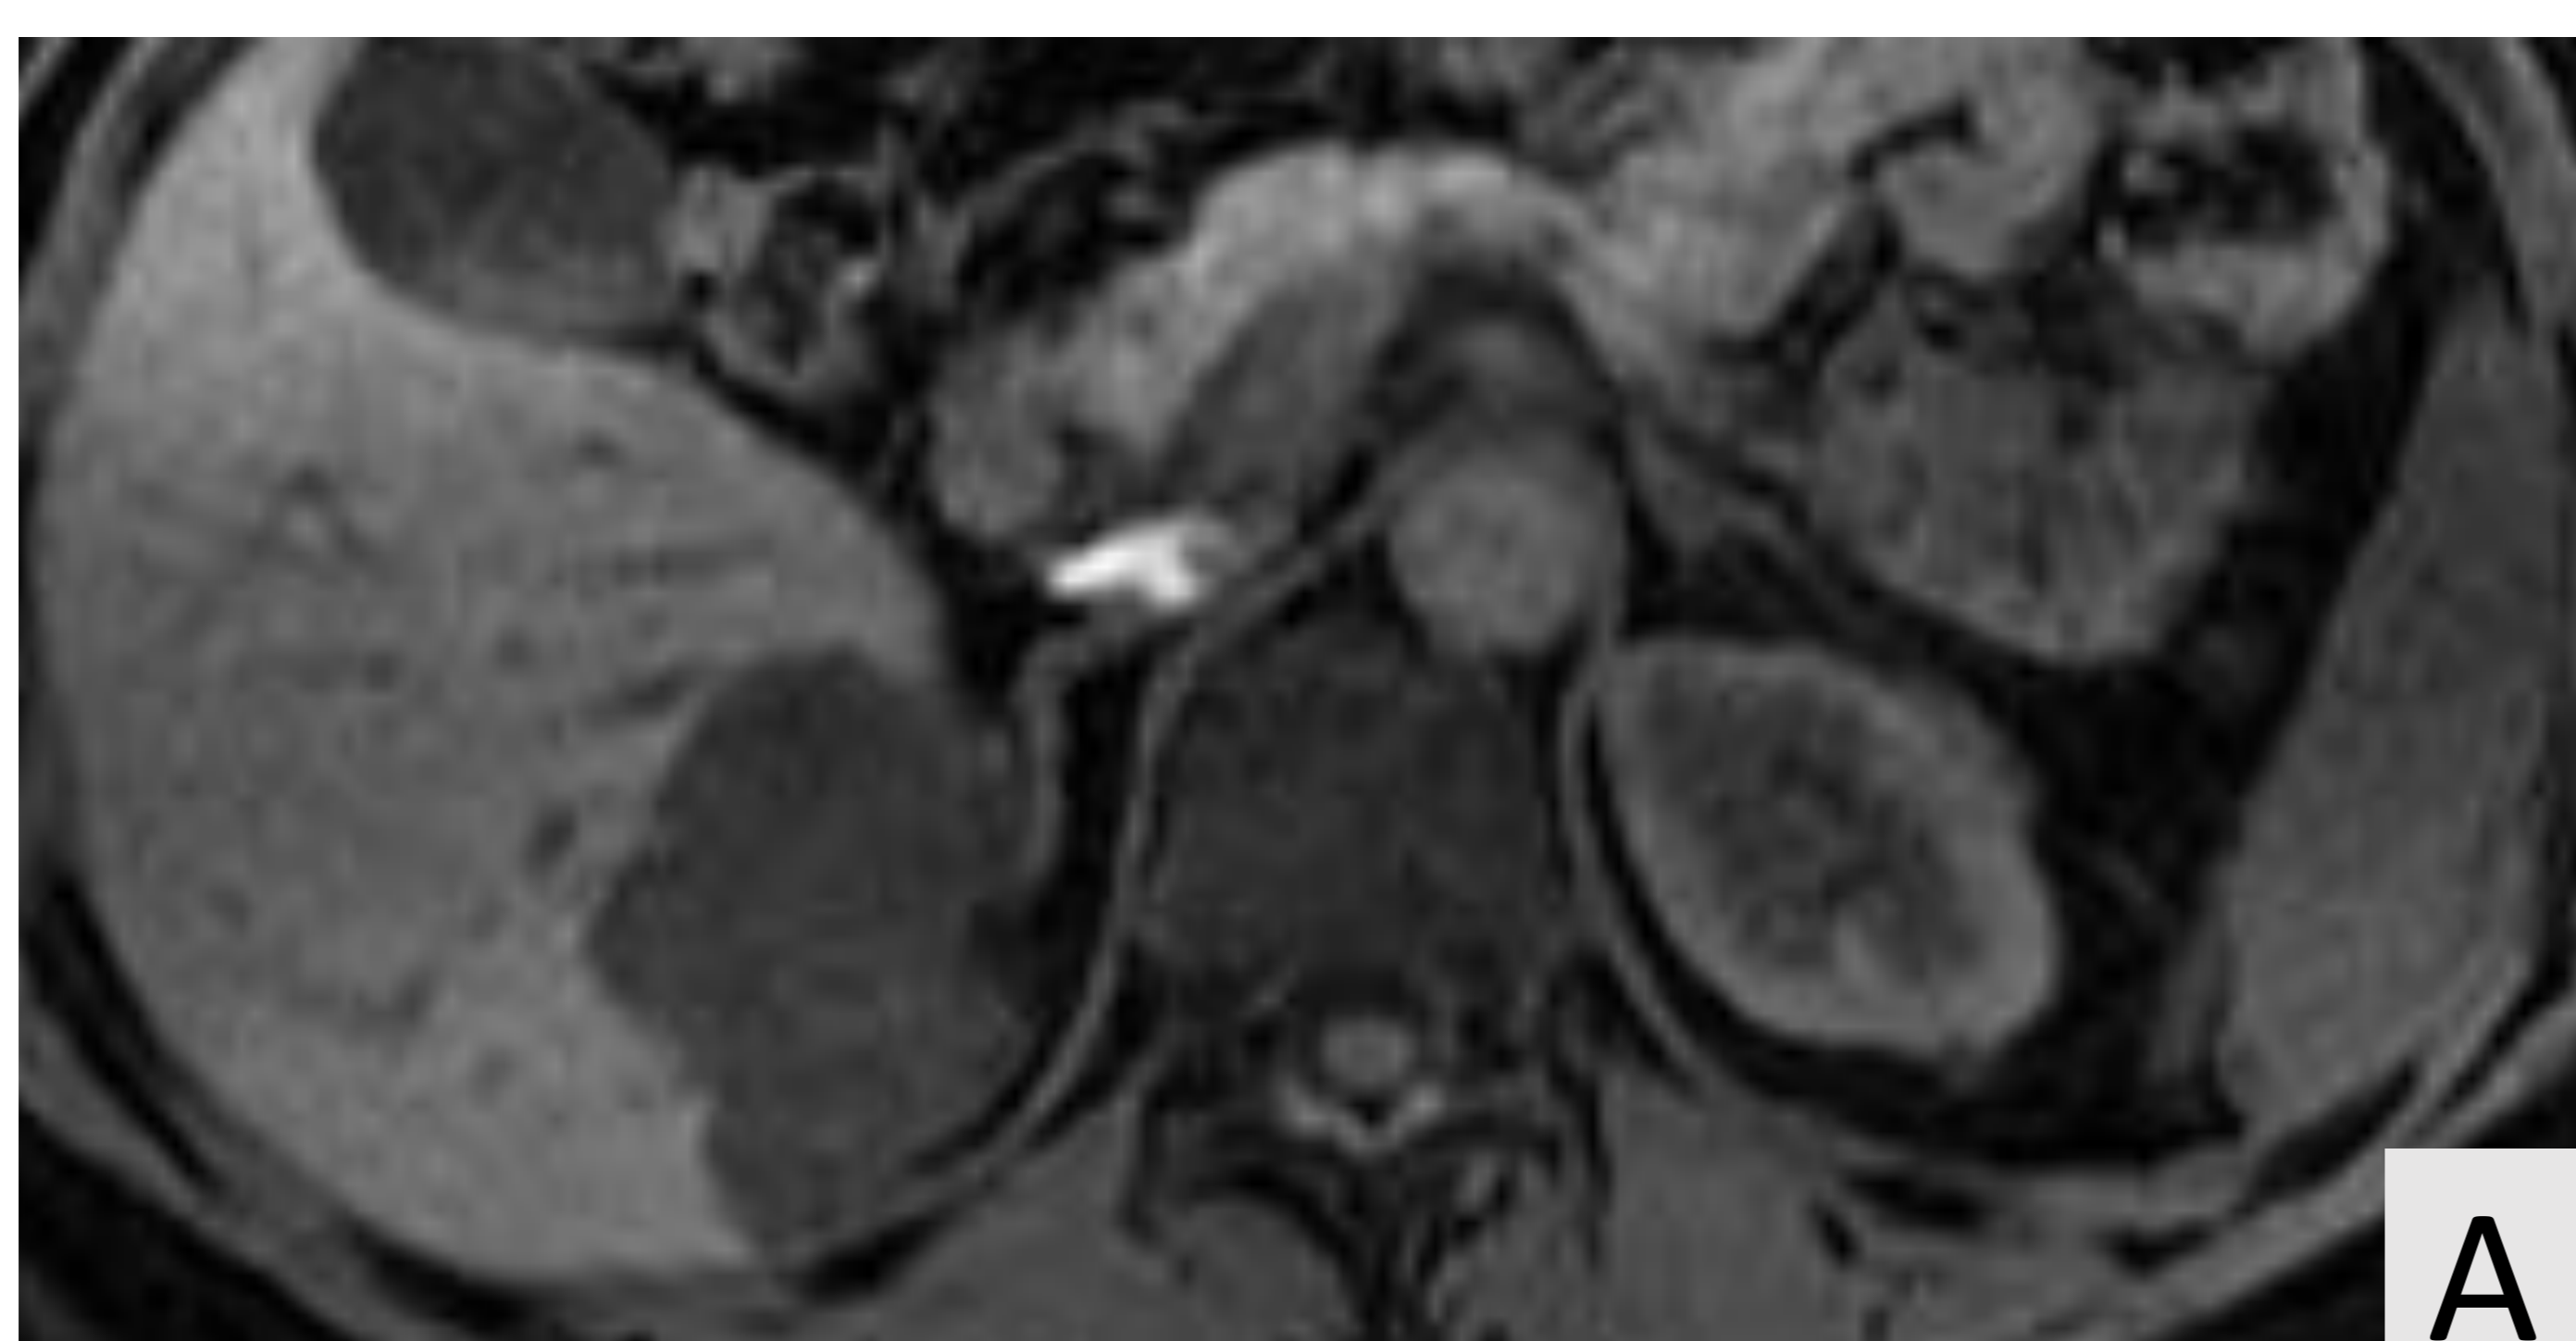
RM de abdomen. Secuencias T1 basal (A) y con contraste i.v. (B-D) que muestran el relleno centrípeto progresivo de morfología nodular típico del hemangioma hepático.
